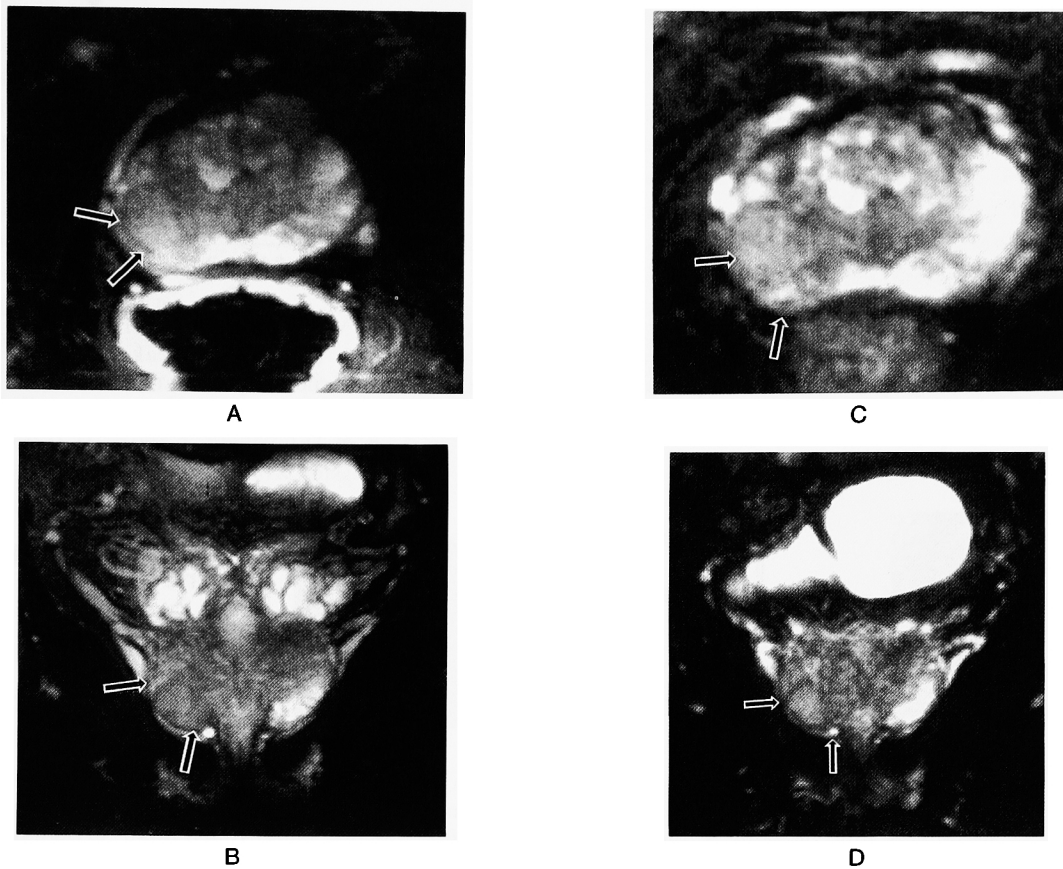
Stage T2 prostate carcinoma on T2-weighted. A, B: ERC MR imaging. C, D: PAC MR imaging. Right peripheral zone is demonstrated as low signal intensity on T2-weighted imaging. Low signal intensity capsule is preserved on both image, but is more clearly in ERC imaging. arrows: tumor. arrow head: capsule.
